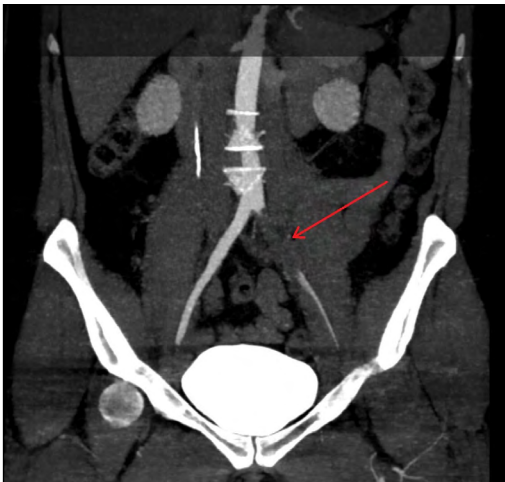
CT angiography of arteries of lower extremities with occlusion of the left femoral artery.
